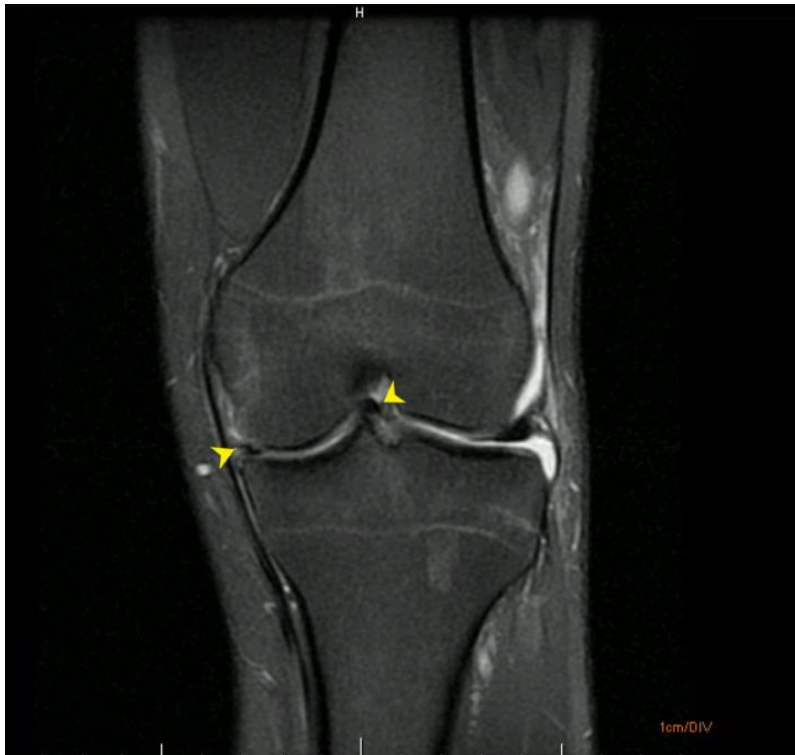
IMAGEM. RM demonstra menisco medial com ruptura em alça de balde.
